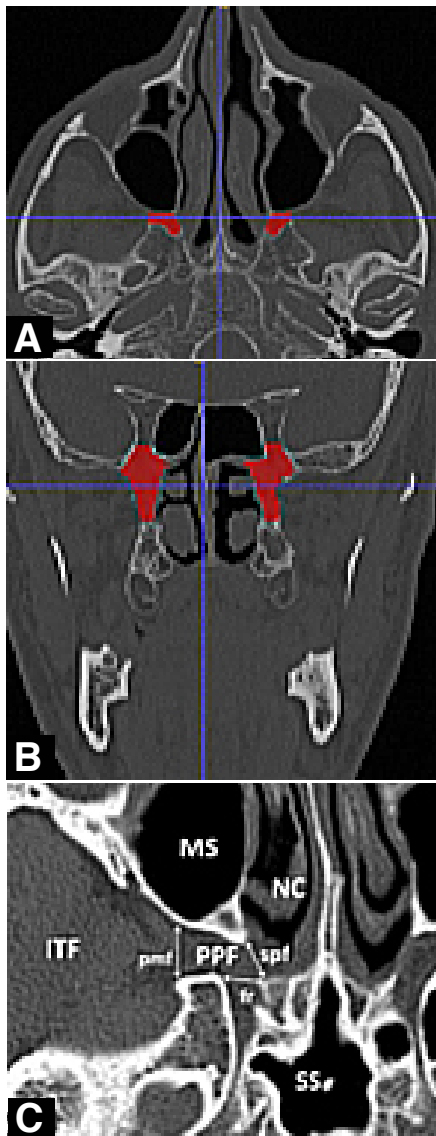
Imagen A y B con resalto en rojo en corte axial y coronal sobre la ubicación de la Fosa Pterigopalatina. Imagen C Fosa Pterigopalatina en corte axial y sus relaciones anatómicas¹. PPF: Fosa pterigopalatina, ITF: Fosa infratemporal, MS: Seno maxilar, NC: Cavidad nasal, SS: Seno esfenoidal, pmt: fisura pterigopalatina, spf: foramen esfenopalatino, fr: foramen rotundum. Fuente: Gibelli D, Cellina M, Gibelli S, et al. "Anatomy of the pterygopalatine fossa: an innovative metrical assessment based on 3D segmentation on head CT-scan", Surgical and Radiologic Anatomy, December 2018.
